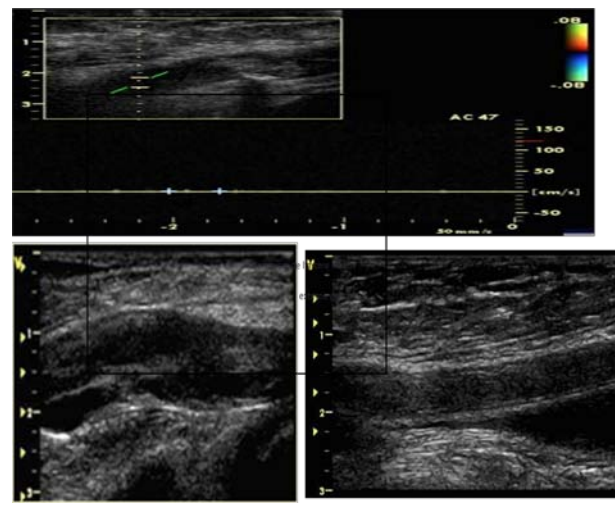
b: Image d'échodoppler objective une occlusion de l'artère iliaque externe gauche.
